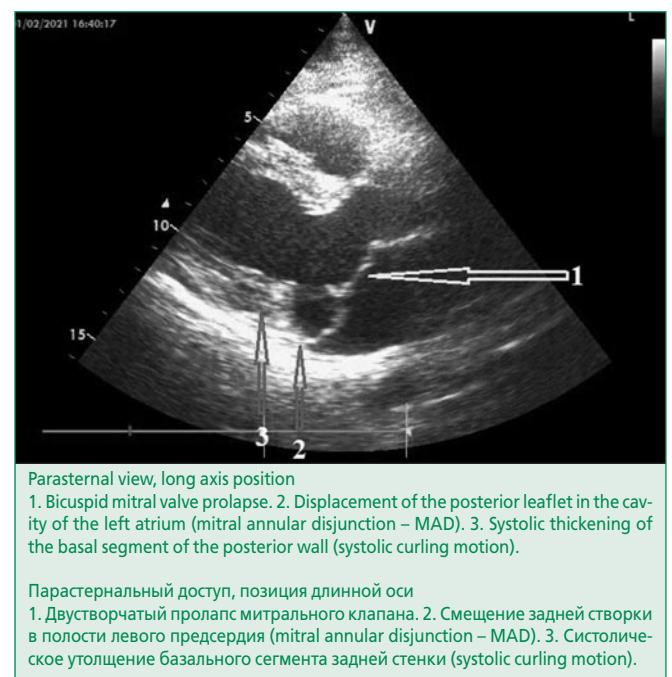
Echocardiogram of patient X. with complaints of discomfort in the chest as cardialgia.
